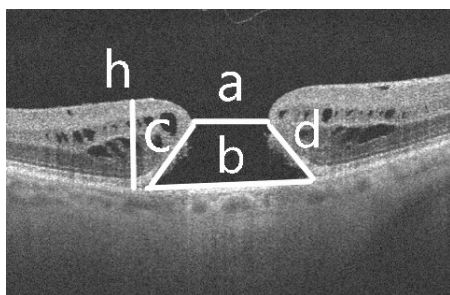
Оптическая когерентная томограмма идиопатического сквозного макулярного отверстия: h – высота, b – диаметр основания, a – минимальный диаметр, c и d – «высота» медиальной и латеральной сторон трапеции
